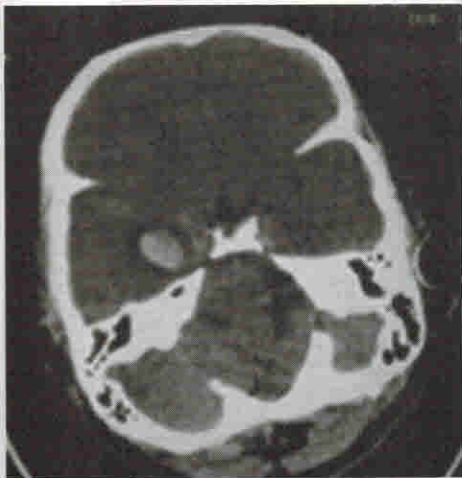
КТ: ВМК правой височной доли на фоне разрыва аневризмы супраклиноидного отдела ВСА справа
